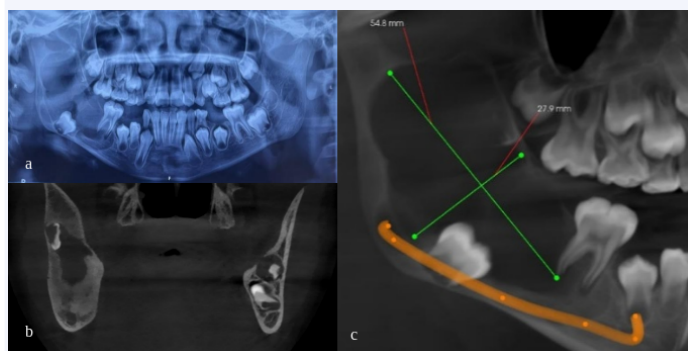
a- Radiografía panorámica donde se observa una lesión radiolúcida unilocular delimitada en la región de cuerpo y rama mandibular derecha. b- Corte coronal de CBCT donde se aprecia expansión y adelgazamiento de las corticales mandibulares. c- Reconstrucción panorámica de CBCT que permite delimitar la extensión de la lesión, con dimensiones aproximadas de 54.8 mm en su eje mayor y 27.9 mm en su eje menor; evidenciando desplazamiento hacia basal del paquete vasculonervioso dentario inferior.
